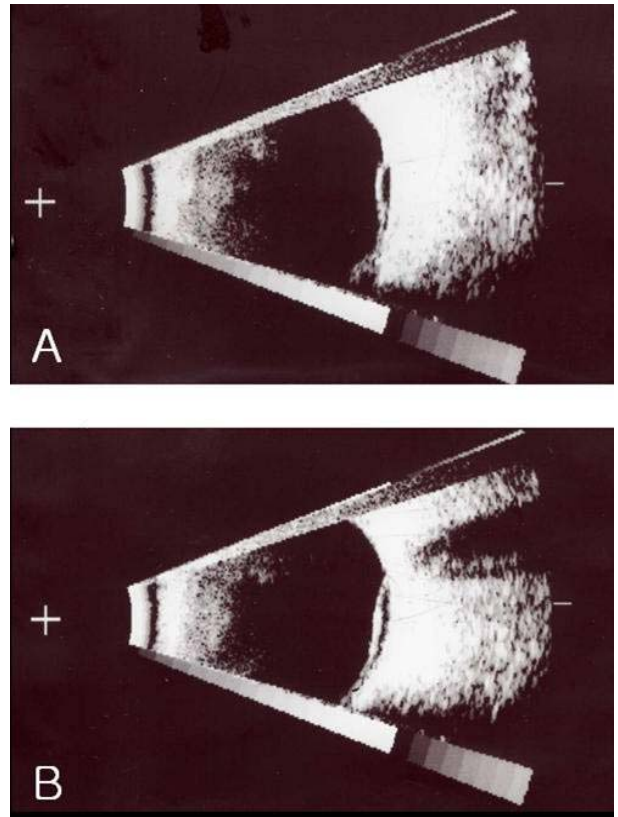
B-scan ultrasonograms showed no thickening of the choroid and sclera in the right (A) and left (B) eye.
